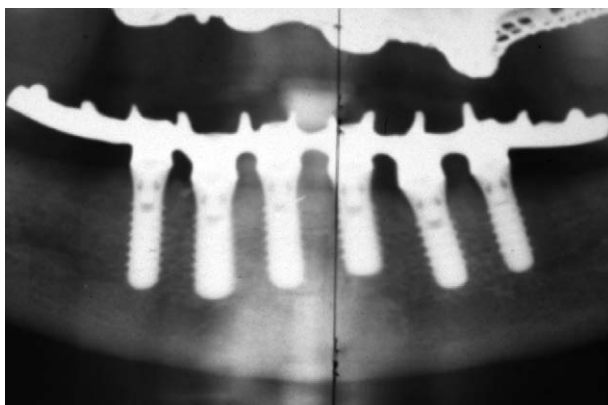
Contrôle radiographique après vissage du bridge définitif.
